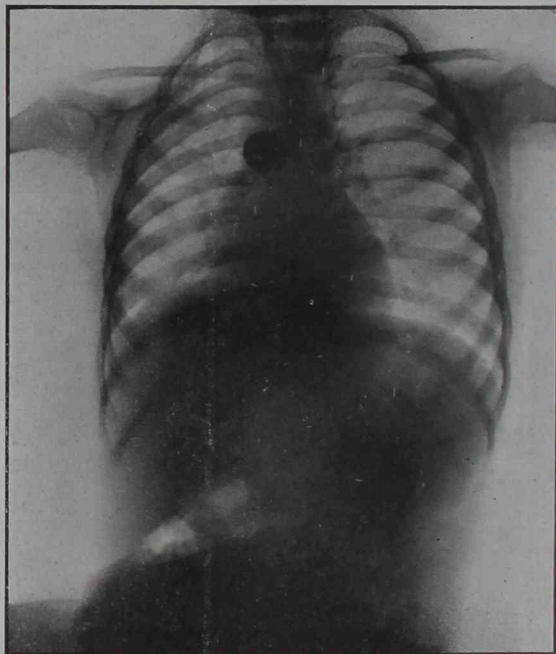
Primera radiografía de contraprueba que se ha obtenido colocando el cuerpo extraño extraído sobre la pared anterior del tórax
